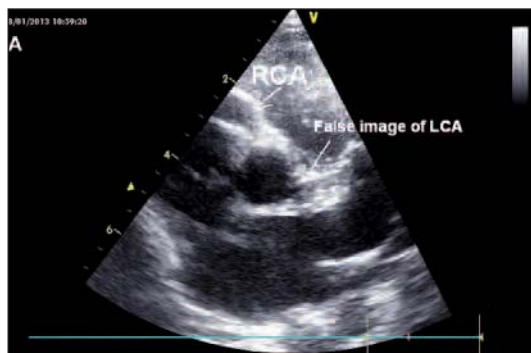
Parasternal short-axis showing a dilated right coronary artery and a false image of a left coronary artery ostium and artery.
